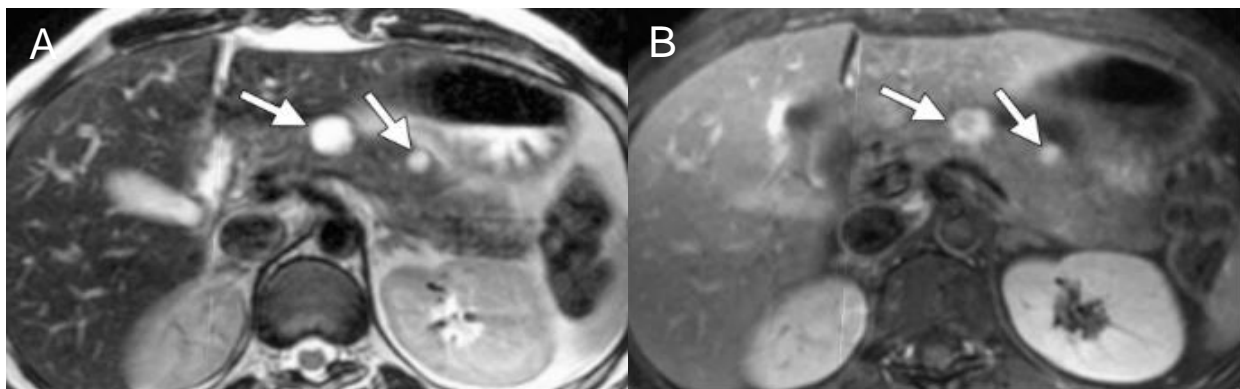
IRM pancréatique montrant de multiples tumeurs neuroendocrines chez un patient NEM1. A : séquence T2 axiale montrant deux lésions hyperintenses du corps et de la queue du pancréas. B : séquence T1 FatSat injectée montrant la prise de contraste des lésions.
